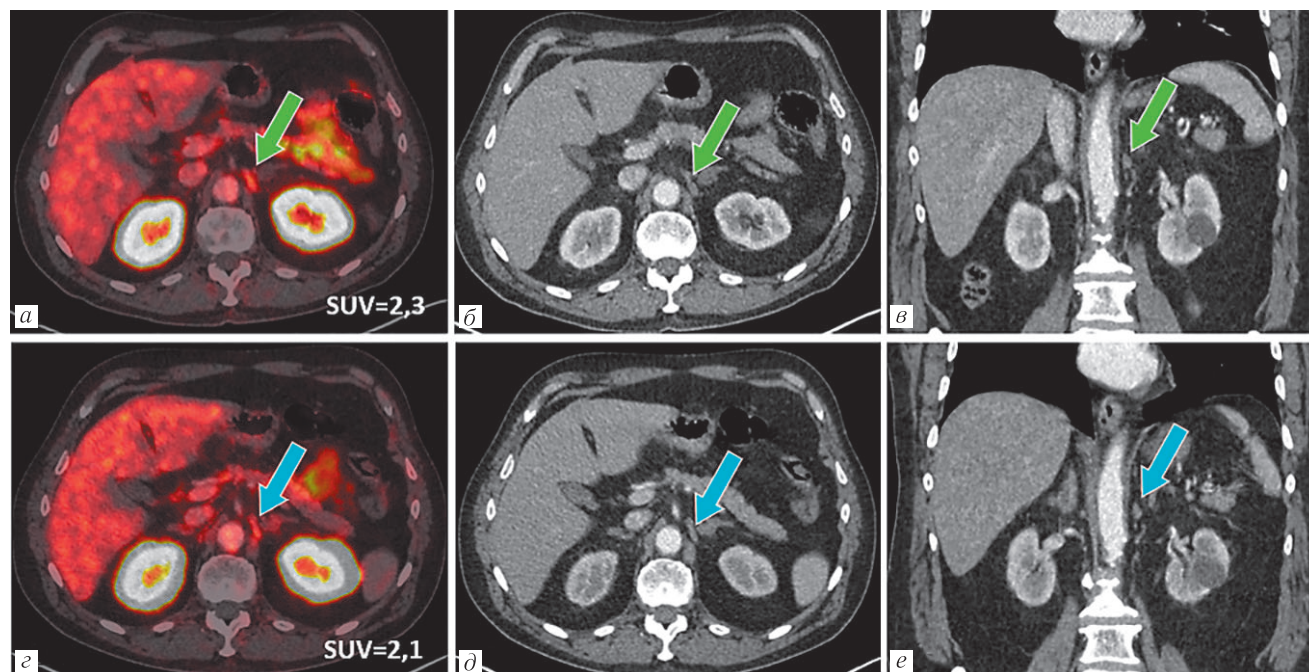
Физиологическое накопление ^{68}Ga -ПСМА в чревном ганглии. Сравнение ПЭТ/КТ-изображений до выполнения радикальной простатэктомии (а, б — в аксиальной проекции, в — в коронарной проекции) и после (г, д — в аксиальной проекции, е — в коронарной проекции). При первом ПЭТ/КТ-исследовании (верхний ряд изображений) в чревном ганглии, расположенном парааортально слева на уровне тела позвонка Th_{xii} наблюдается физиологическое накопление радиотрейсера (указан зелеными стрелками). Через 12 месяцев при ПЭТ/КТ-исследовании (нижний ряд изображений) сохраняется низкое накопление ^{68}Ga -ПСМА в выявленном ганглии (указан голубыми стрелками)
